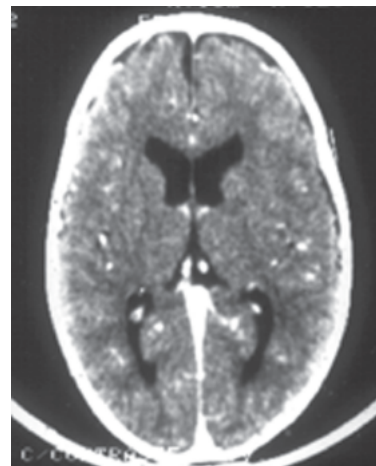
Toxoplasmose. Tomografia computadorizada de crânio evidenciando calcificações por toxoplasmose.
